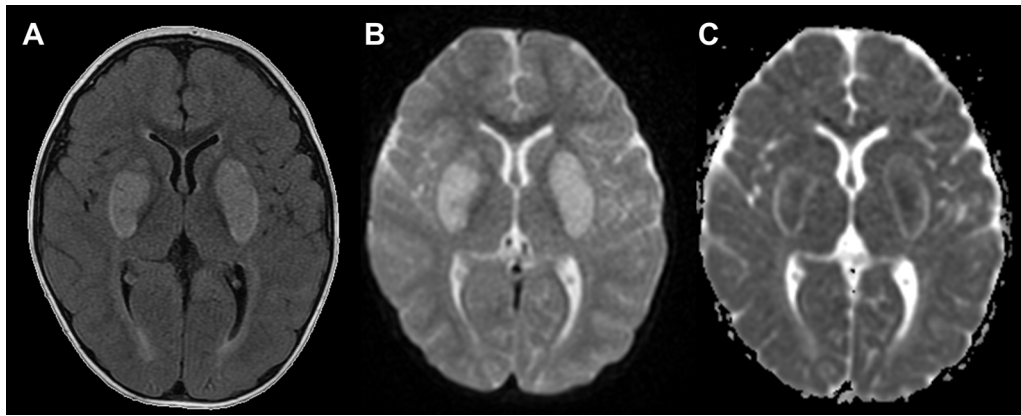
A) RM en corte axial en secuencia T2 FLAIR que muestra hiperintensidades simétricas bilaterales en los ganglios basales. B) Difusión restringida en imagen ponderada en difusión (DWI). C) El mapa ADC (coeficiente de difusión aparente) correspondiente revela un núcleo hipointenso central rodeado por un borde hiperintenso, compatible con encefalopatía necrosante aguda de la infancia.
